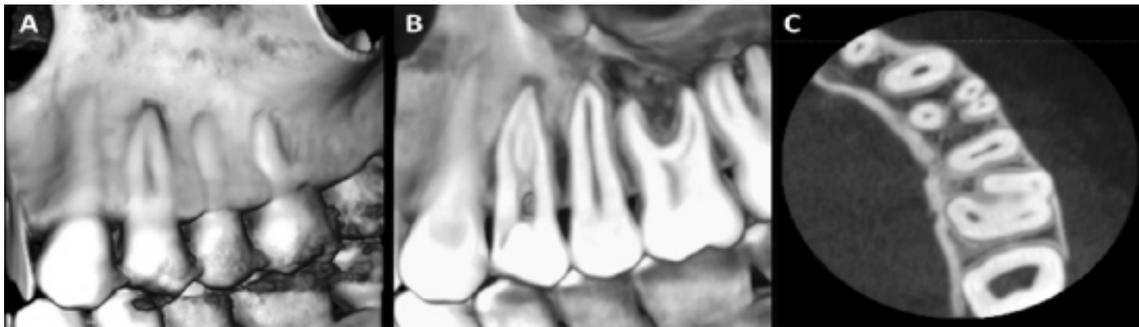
Tomografía cone-beam. A. reconstrucción tridimensional; B. corte sagital, visualizando las raíces vestibulares, con imagen hipodensa correspondiente al ensanchamiento de ligamento periodontal; y C. corte axial visualizando los tres conductos radiculares individualizados
